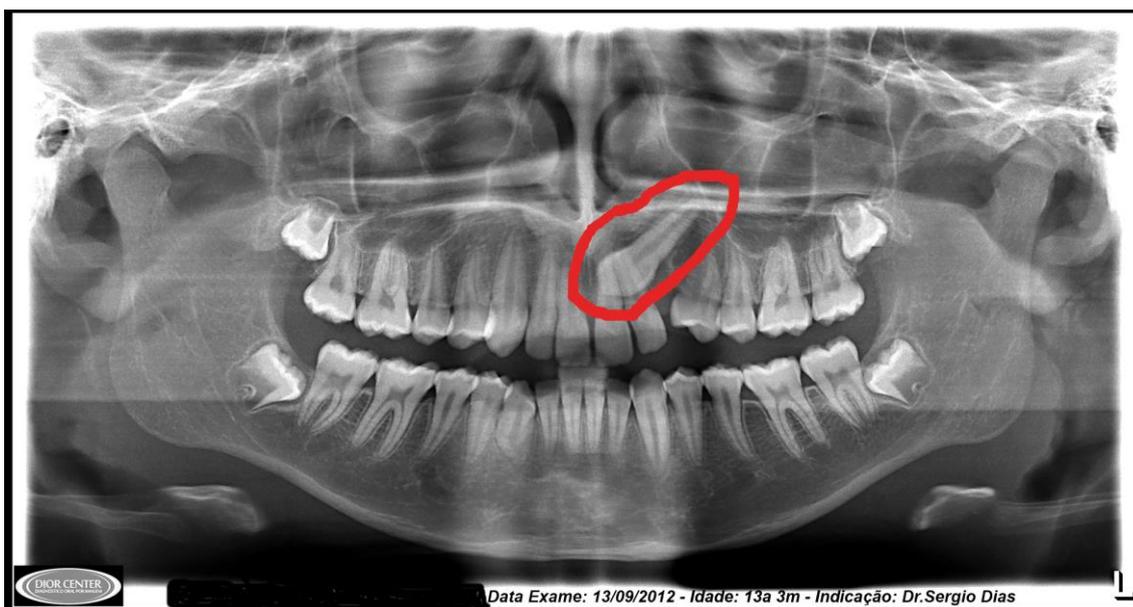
Radiografia panorâmica apresentando o elemento 23 impactado.
